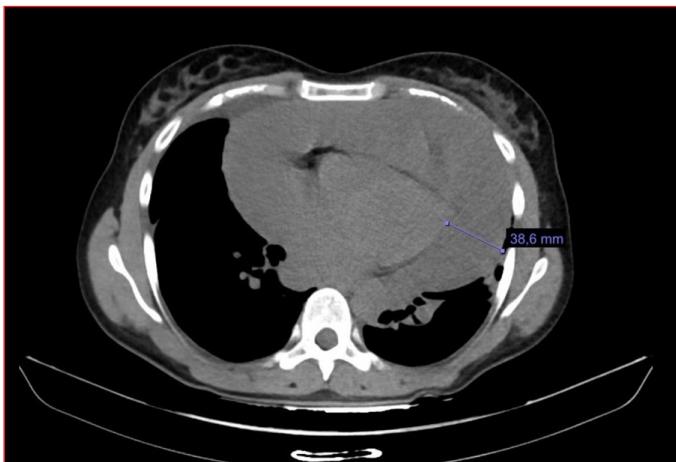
CT pericardial effusion. 38 mm pericardial effusion.
